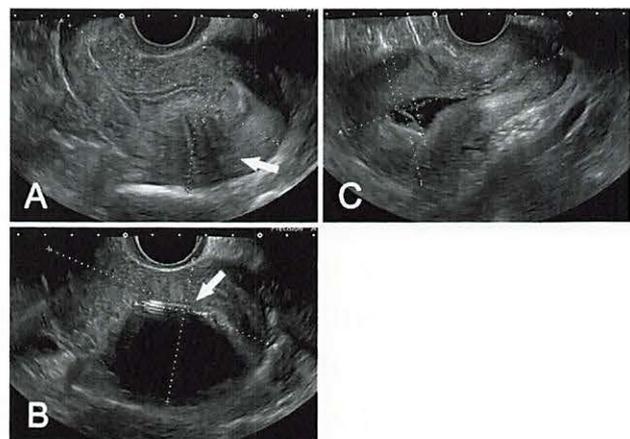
症例2の経膈超音波断層像。A：子宮前壁に子宮腺筋症を認める（矢印）。B：ミレーナ挿入後（矢印）。C：MEA翌日。子宮腔に軽度液体貯留を認める。
